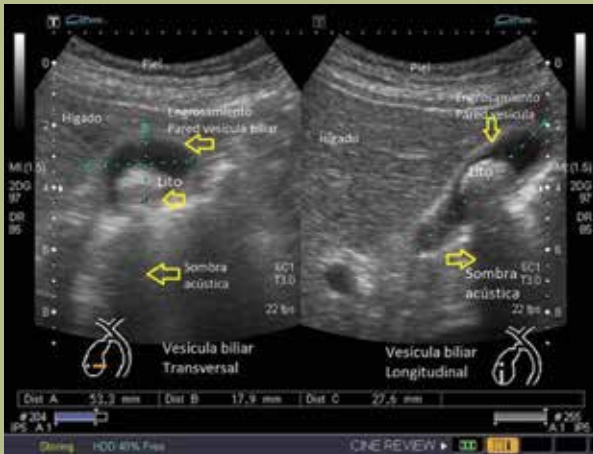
Ultrasonido de la paciente en escala de grises con transductor convexo, donde se muestra una imagen compatible con lito dentro de la vesícula, la cual genera sombra acústica posterior. Así como un engrosamiento de la pared de la vesícula.
